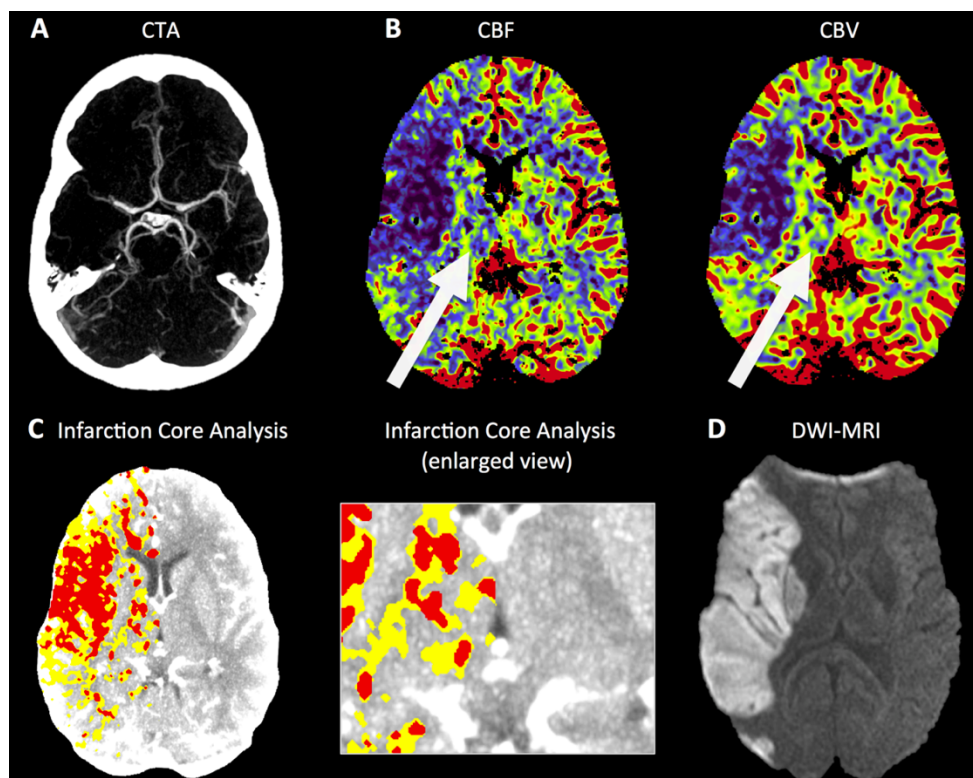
Fehlklassifikation der thalamischen *Diaschisis* als Infarktkern in der CT Perfusion (aus Reidler P, ..., Kunz WG Stroke 2018)⁴⁸
